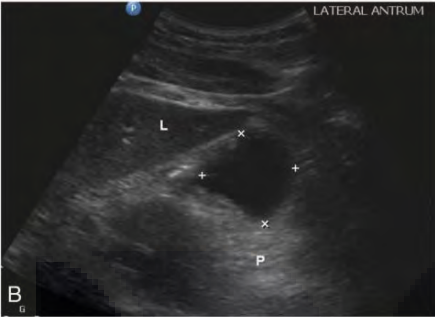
Medición AP de estómago mediante ultrasonido
